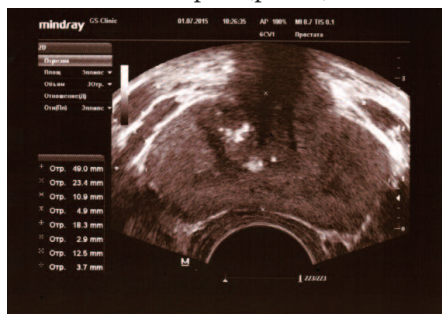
ТРУЗИ ПЖ у пациента К., 33 лет с двусторонним варикоцеле 3 стадии. Объем ПЖ 22,3 см³. Максимальный диаметр вен слева 10,9 и 18,3 мм, справа 12,5 мм. Варикоз вен ПЖ 3 стадии или выраженный варикоз. Магистральный тип венозного сплетения. Хронический калькулезный простатит
